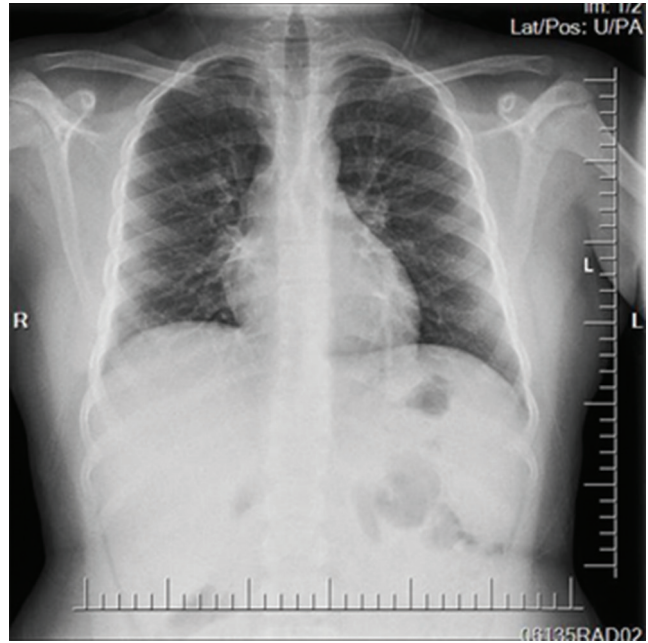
Hastanın başvurusu anındaki PA akciğer grafisi
